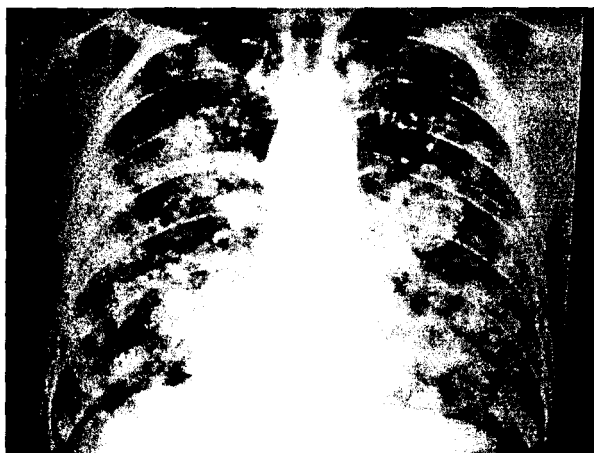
Radiografie toraco-pulmonară evidențind numeroase metastaze cu origine de la un cancer prostatic anaplastic.
